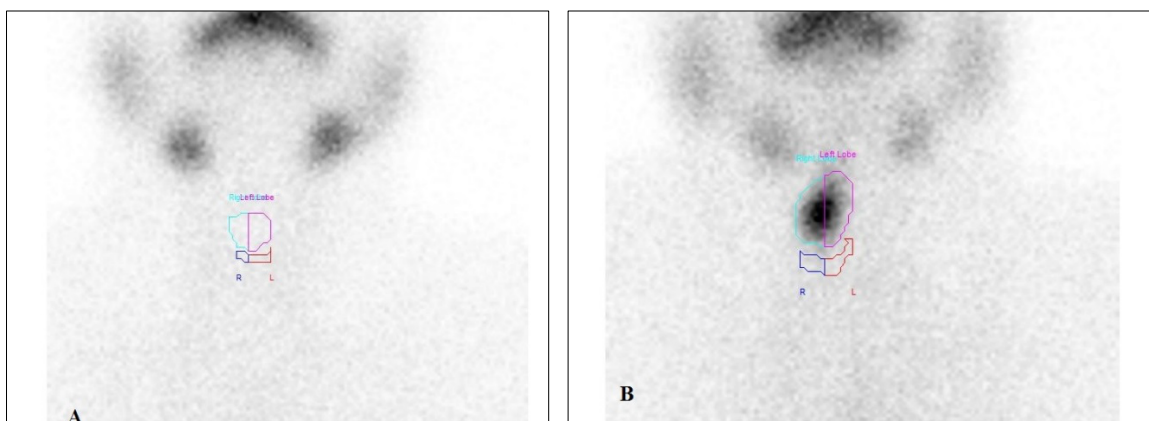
analyse quantitative de la scintigraphie au ^{99m}Tc : (A) taux de fixation négatif (0.01% valeur de référence), (B) taux de fixation positif (0.19%) (Source service de médecine nucléaire de l'HMRUC).
